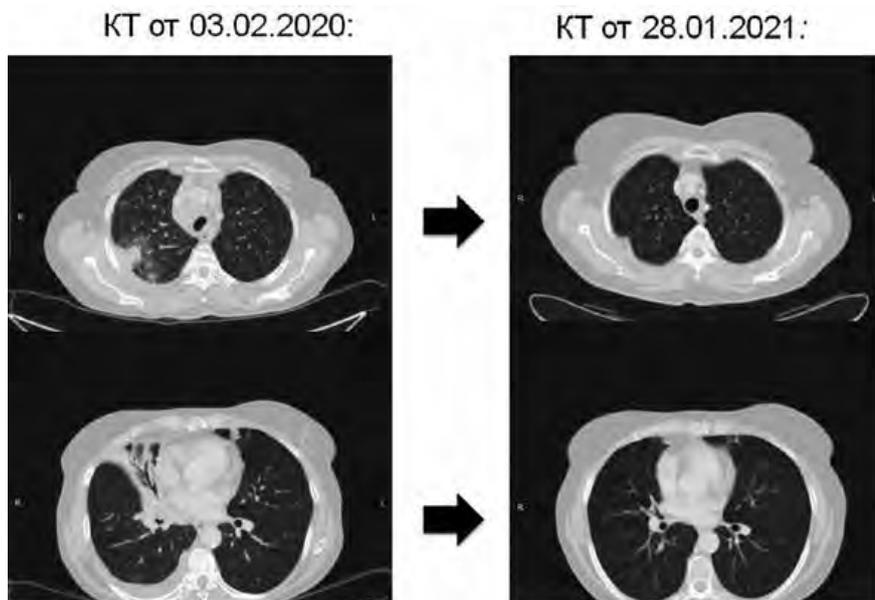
По сравнению с исследованием, проведенным до начала лечения пембролизумабом, на КТ органов грудной клетки через 15 циклов (12 месяцев иммунотерапии) определяется полный регресс всех патологических очагов в обоих легких за исключением образования в S2 правого легкого, размер которого уменьшился с 71 × 29 до 30 × 8 мм.
